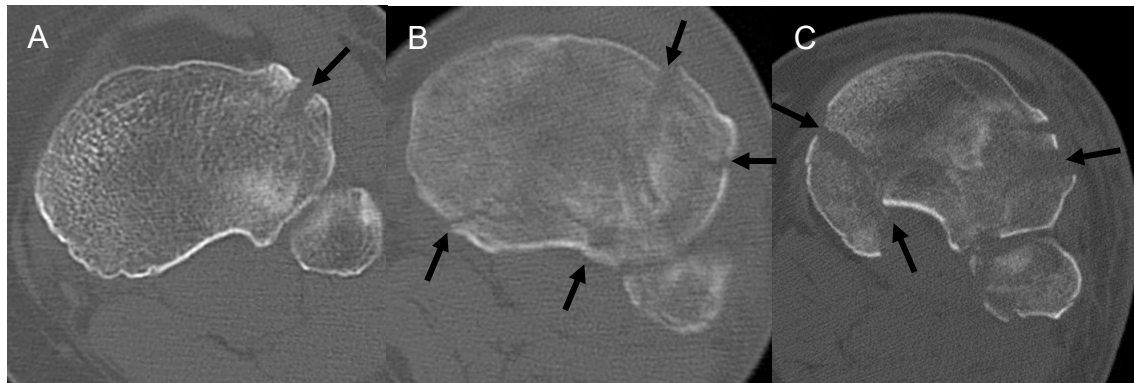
Transversale CT-Schnitte des Tibiakopfes auf Höhe des größten Fibuladurchmessers. Fraktur der lateralen Säule (A), Fraktur der lateralen und dorsalen Säule (B) und Fraktur aller drei Säulen (C) (Luo et al. 2010)
